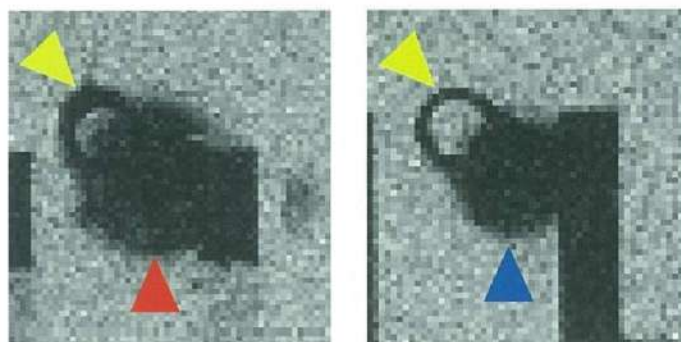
In vitro*実験：Pt-Wコイル、Au-Ptコイルで塞栓した動脈瘤モデルに充填してMRI (Gradient Echo) 評価
